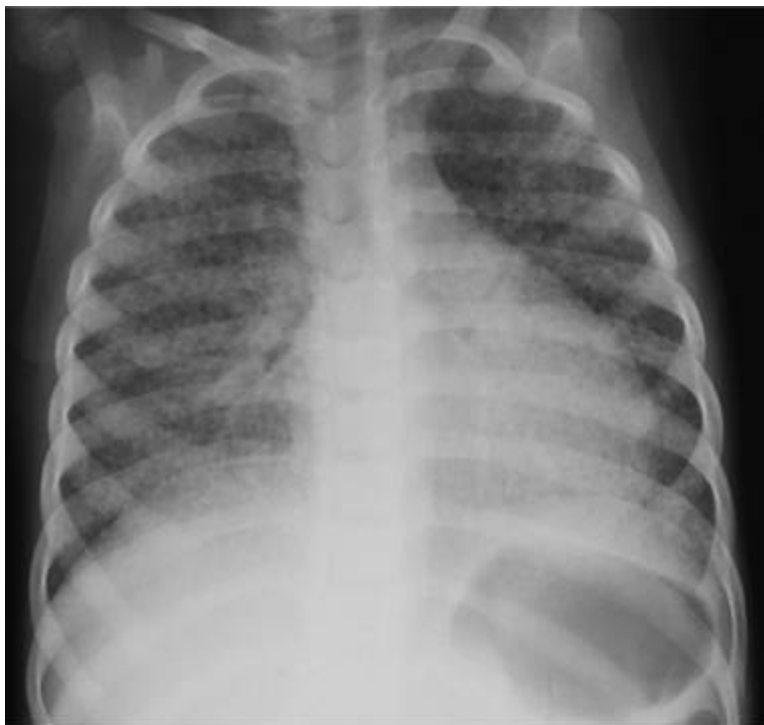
Мелкие просовидные очаги характерны для милиарного туберкулеза. Очаги одинакового размера и распространены по всем легочным полям. Другие рентгенологические признаки первичного туберкулеза отсутствуют.
